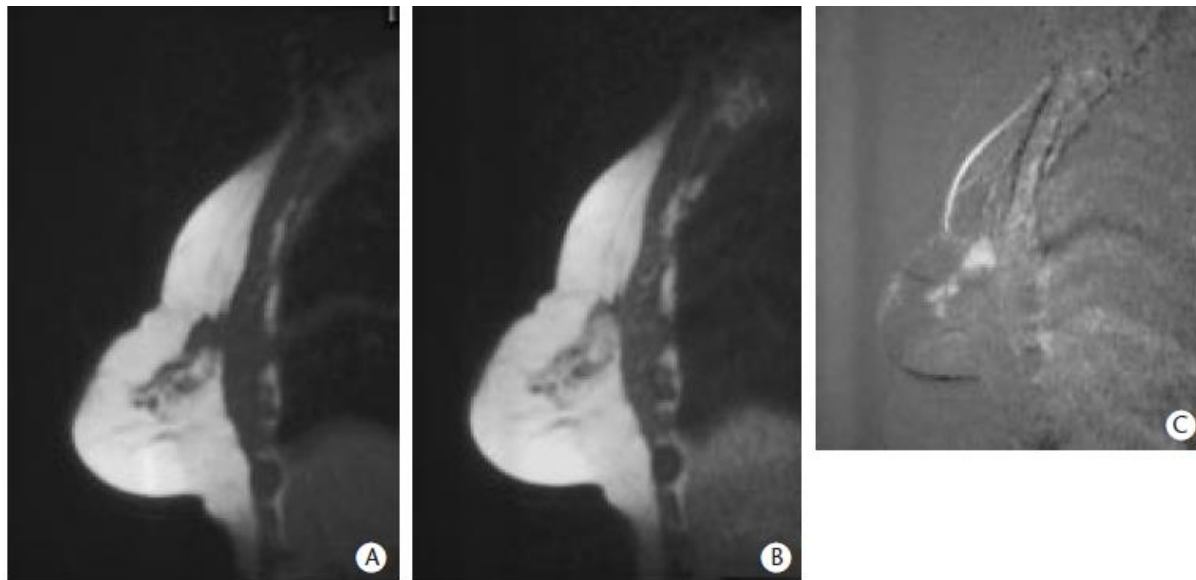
IRM mammaire : suspicion de récurrence.
